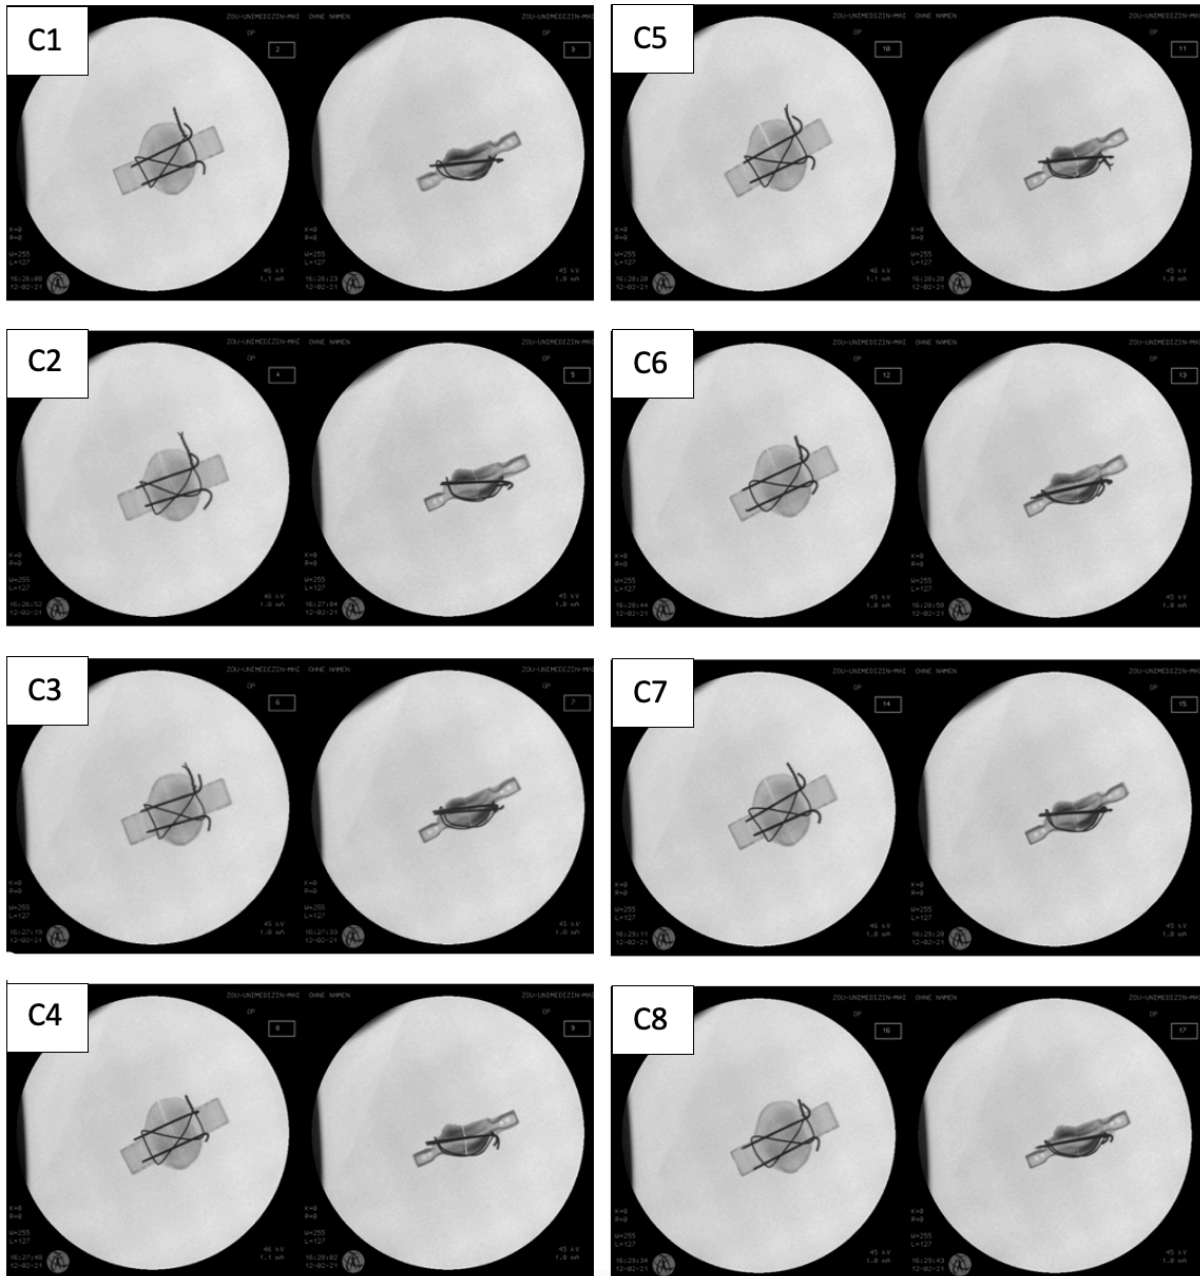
Post-interventionelles Röntgen in 2 Ebenen, Zuggurtungsosteosynthese C1-C8
